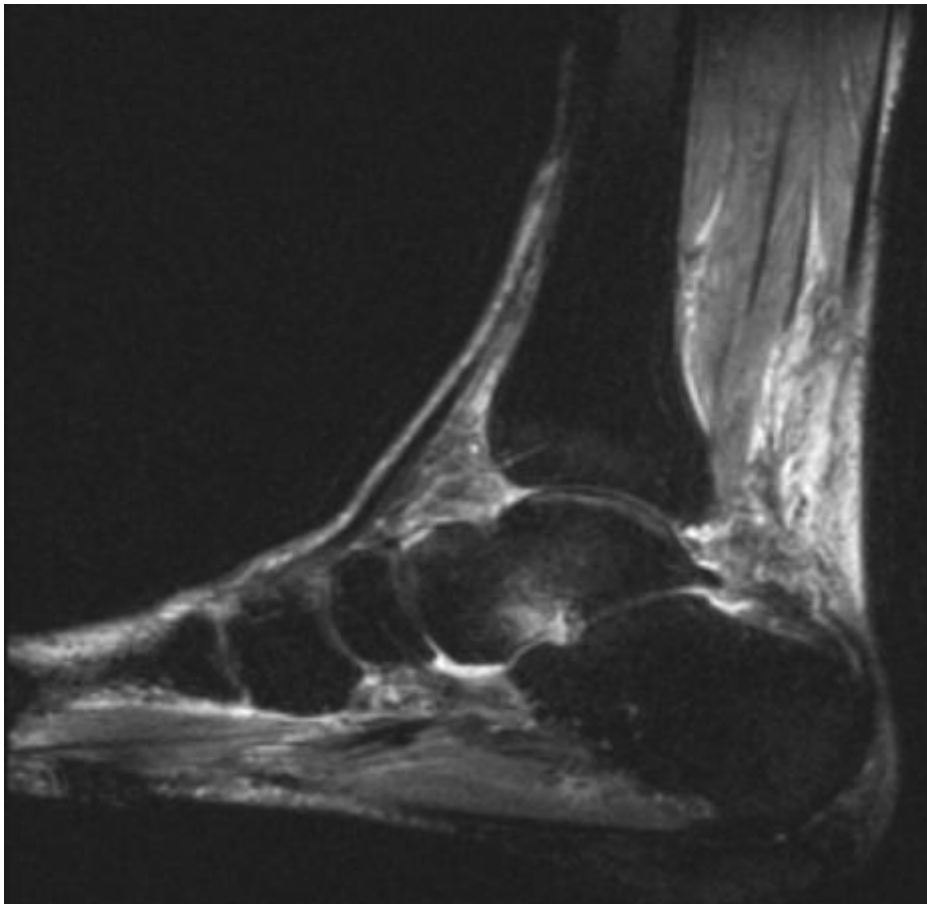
MRT Aufnahme in der 2-Monats-Kontrolle: rückläufiges Talusödem.
